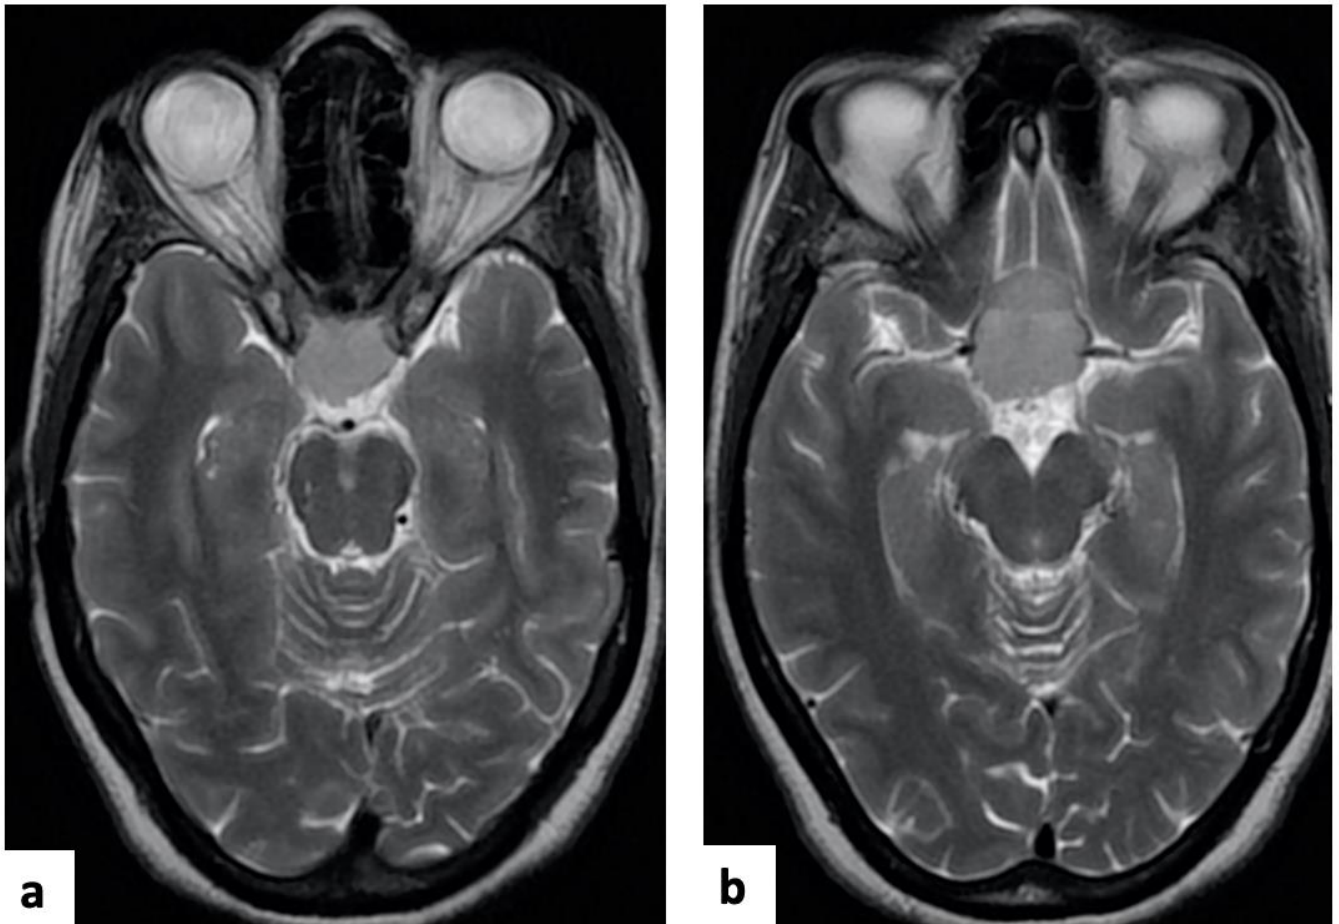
IRM cérébrale en coupes axiales et en séquence T2 objectivant une lésion suprasellaire légèrement hyperintense par rapport au cortex cérébrale. Notons les rapports intimes de la tumeur avec les voies optiques (a) et avec les terminaisons carotidiennes (b).
